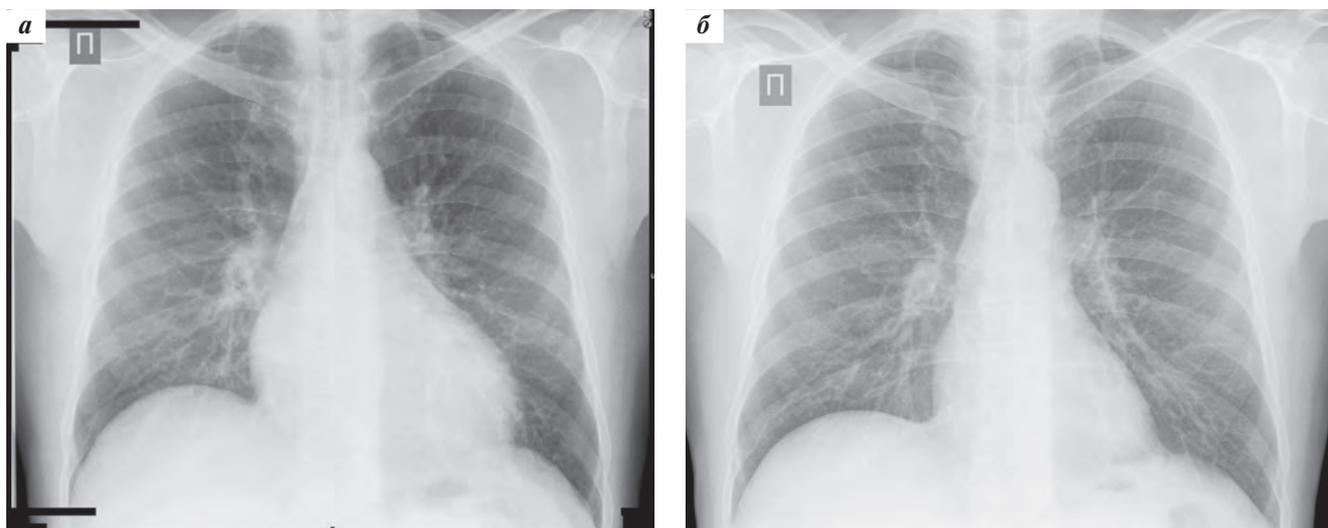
Рентгенография грудной клетки (прямая проекция) от 29.10.2010: кардиоторакальный индекс (КТИ) = 0,49, признаки застоя в сосудах легких (а) и от 12.09.2011: уменьшение размеров сердца (КТИ = 0,39) и нормализация легочного рисунка (б)
